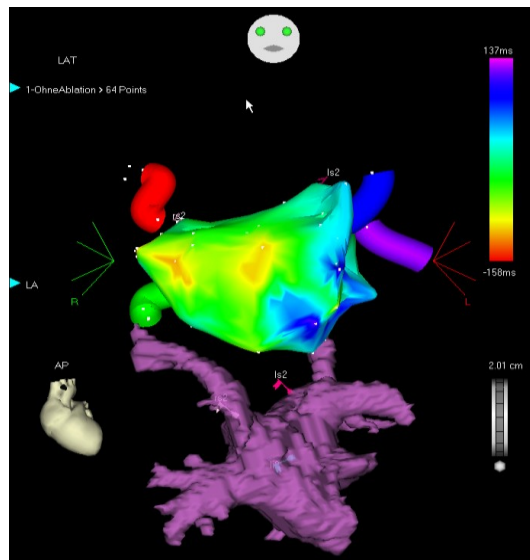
CARTO-Map (oben) und MRI des LA mit den PV (unten) (eigenes Kollektiv)
